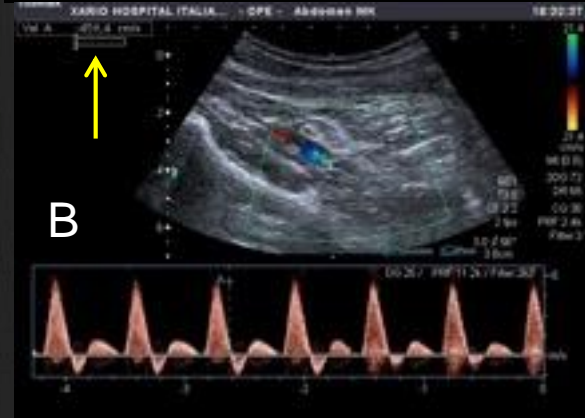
A. Doppler color con área de “aliasing” debido a flujo turbulento en un sector arterial a nivel del tronco tibioperoneo (flecha blanca) B. Análisis espectral sobre el area de aliasing mencionada que refleja aumento de las velocidades compatibles con estenosis significativa (velocidades máximas mayores a 400cm/s, flecha amarilla) C y D flujos distales trifásicos conservados. Paciente sin evidencia de síntomas claros de claudicación, probablemente debido a buen lecho distal compensatorio.
